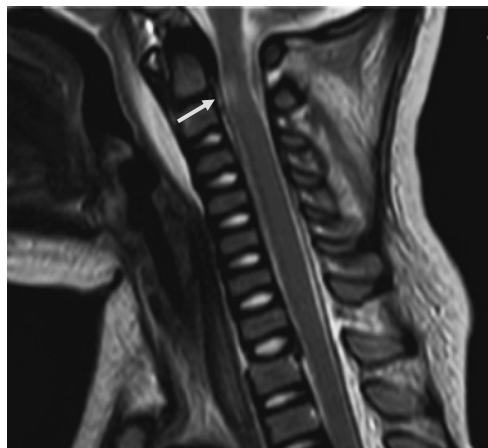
当院来院時のMRI (T2) : C2-3 の頸髄損傷 (矢印), C7 椎体の後方すべり, Th1 椎体上部・右横突起に骨傷あり, C7/Th1 椎間関節亜脱臼の診断に至った.
